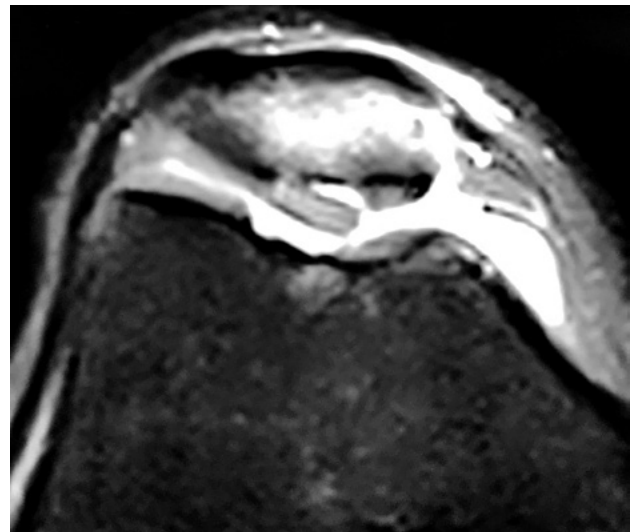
RMN corte axial rodilla derecha lesión condral rótula y rotura de LPFM.
